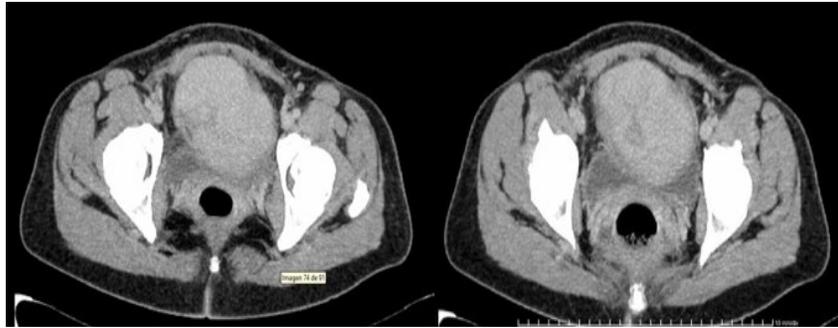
Tomografía axial computarizada simple y con contraste (vista de un corte de la neoplasia)
